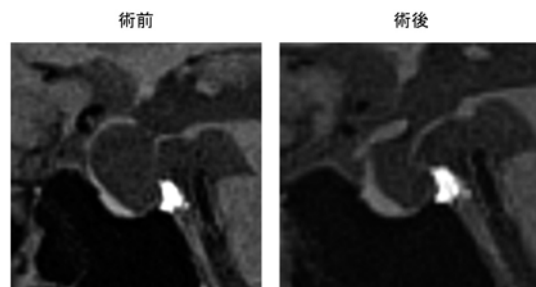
術前後の単純MRI (sagittal view) 腫瘍性病変の縮小を認めた。
